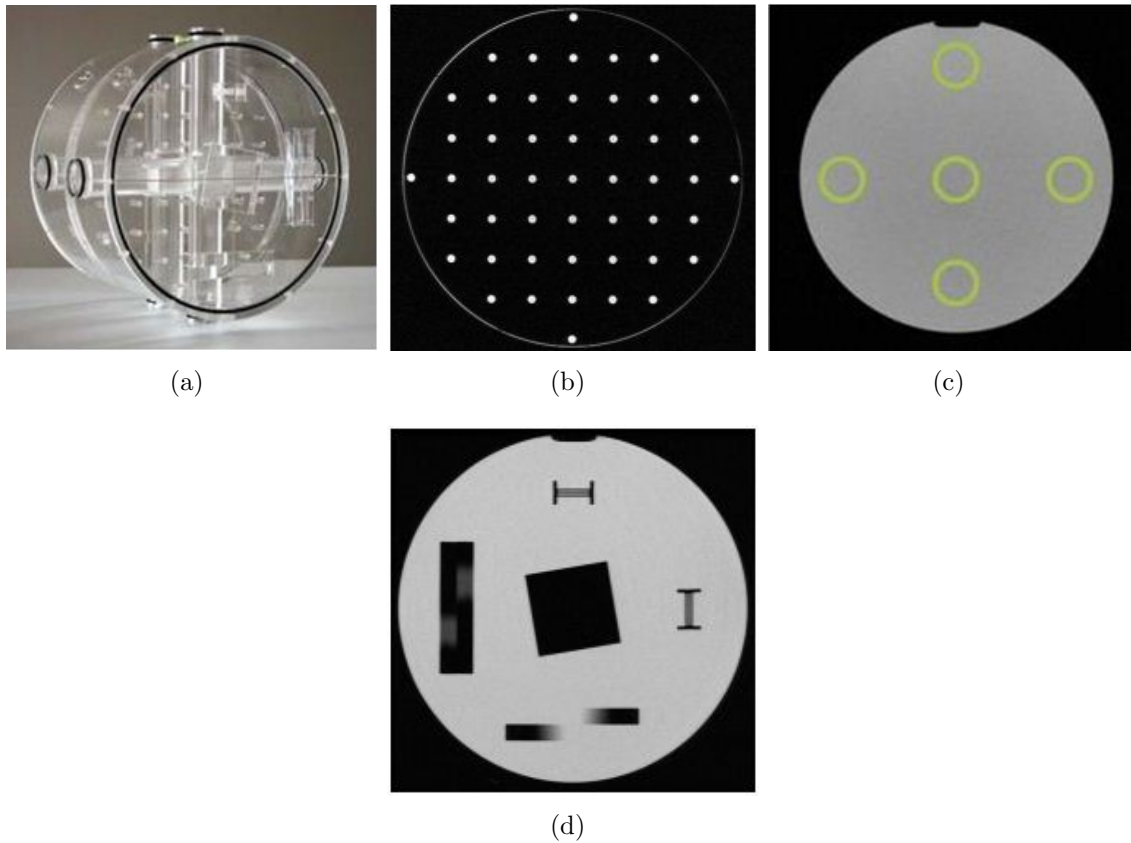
Fotografia do fantoma MagIQ comercializado por uma empresa especializada (a); imagem de RM realizada ao fantoma para testar a distorção geométrica (b); imagem realizada para verificar a resolução espacial (c) e imagem adquirida para testar a RSR, uniformidade e formação de imagens fantasma(d).
